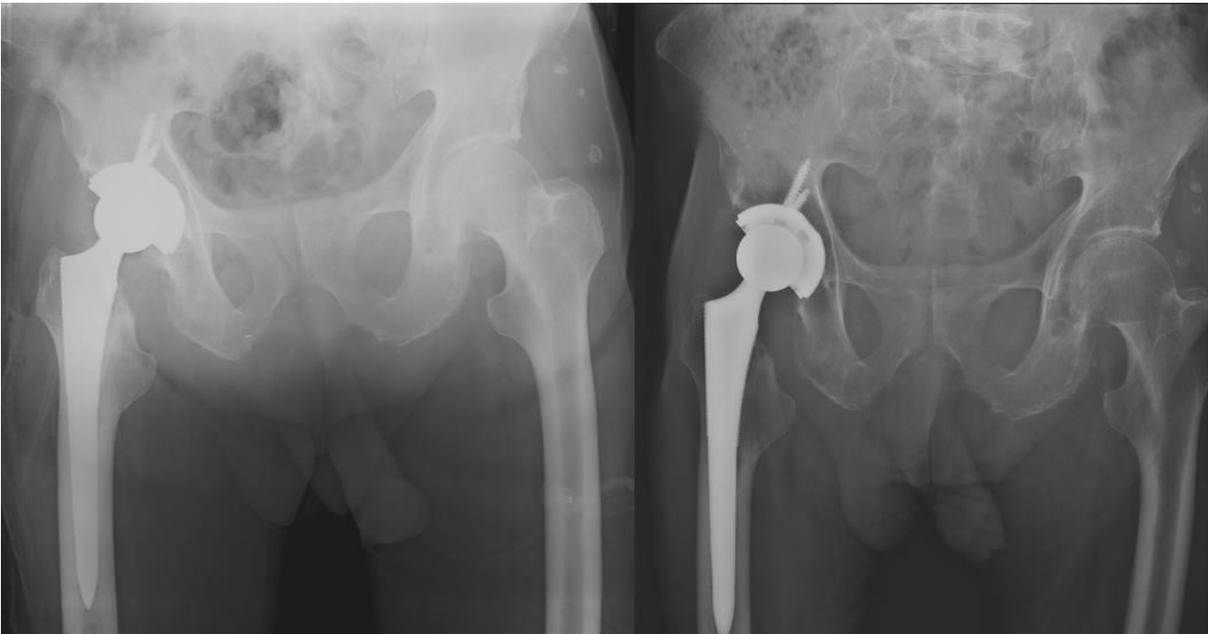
Comparacion Radiografica de paciente con Artroplastia total de cadera derecha.
